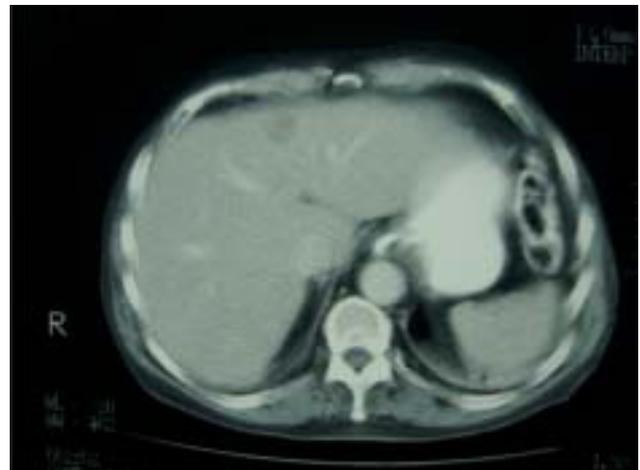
Tomografia de abdome mostrando nódulo em segmentos hepáticos III/IV compatível com metástase.
